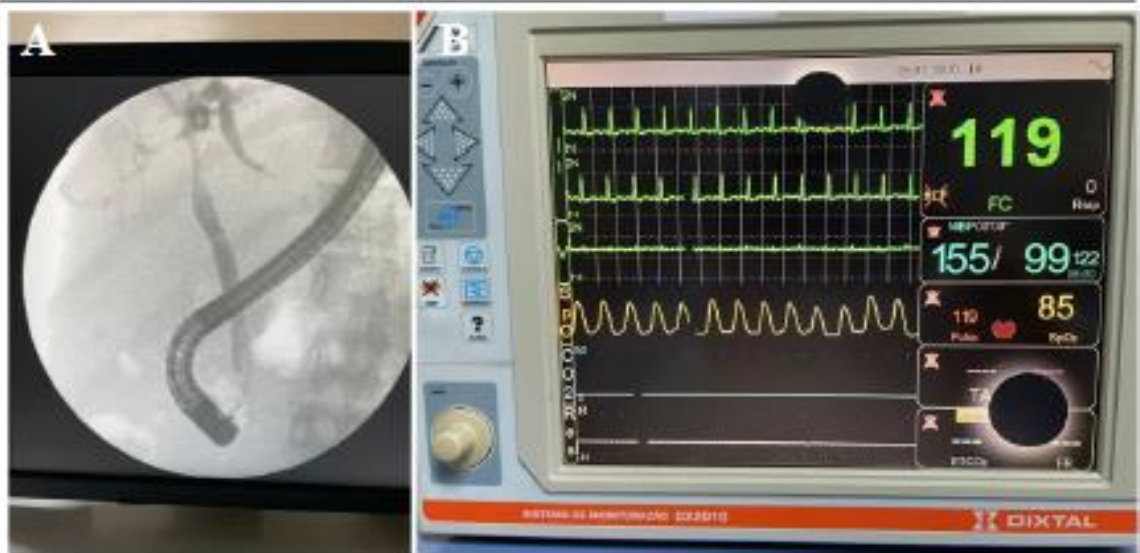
A. Radiographic record of ERCP showing an image of biliary stenosis due to liver transplantation. B. Dixtal multiparameter monitor showing hypoxaturation in the therapeutic ERCP procedure in a patient under deep sedation.
